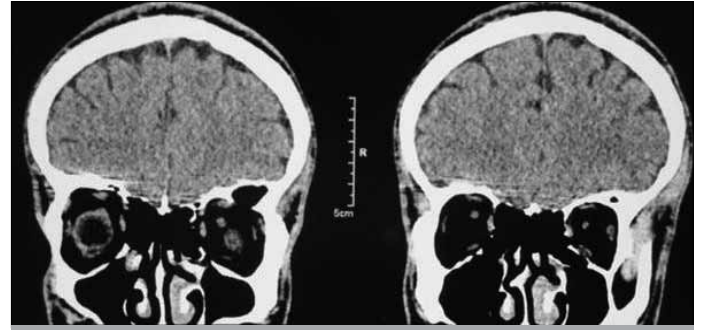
Koronal MRG kesitinde sol orbita tavanı yerleşimli kitle lezyonu
